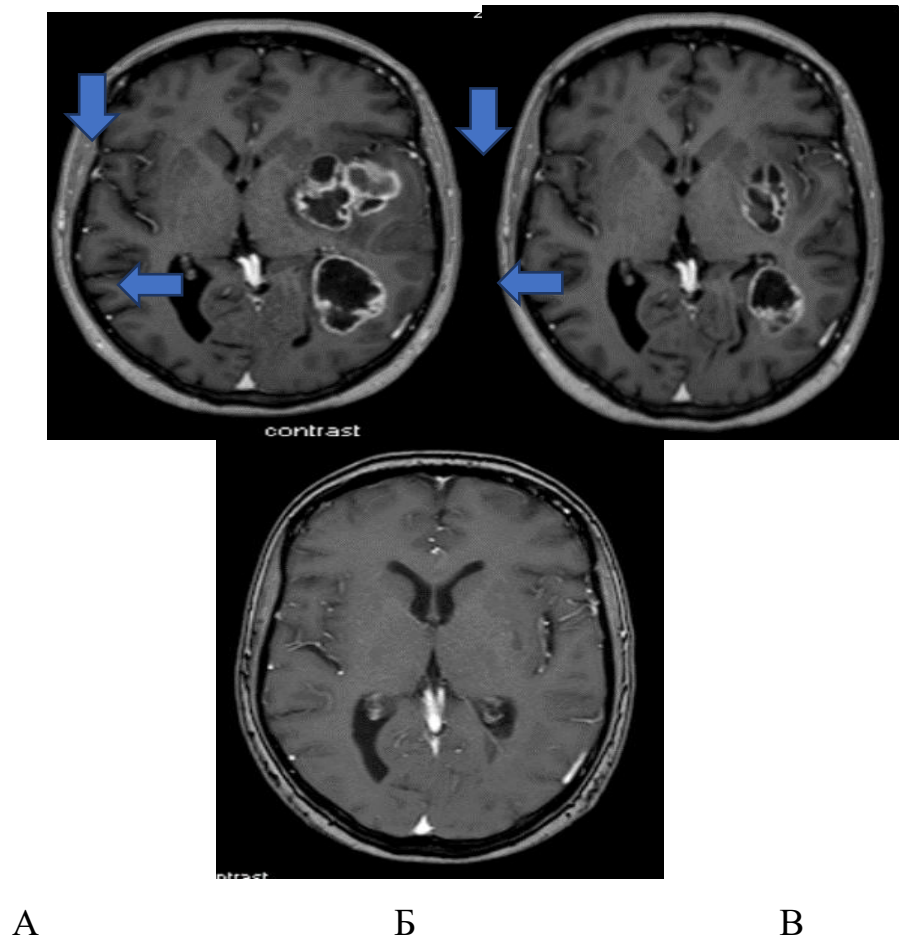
Хворий X, 49 років, історія хвороби №1687193. Швидка відповідь на радіохірургічне лікування мультиформної ГБМ з великими ділянками гіпоксії (дикого типу). МРТ до СРХ (А). По периферії пухлини, у зоні проміжної гіпоксії визначається значне посилення сигналу як за рахунок накопичення контрастної речовини, так і внаслідок інтенсивного насичення киснем ("киснева проба"), сині стрілки. МРТ через 3 тижні (Б), значне зменшення об'єму пухлини. МРТ через 3 місяці (В), повний регрес. Проведена СРХ у 5 фракцій з радіосенсибілізацією киснем (РОД 8 Гр, СОД 40 Гр). Лікування супроводжувалося прийомом темозоломід (дозування 75мг/м²). Далі було проведено 8 курсів темозоломід у дозуванні хіміотерапії.
